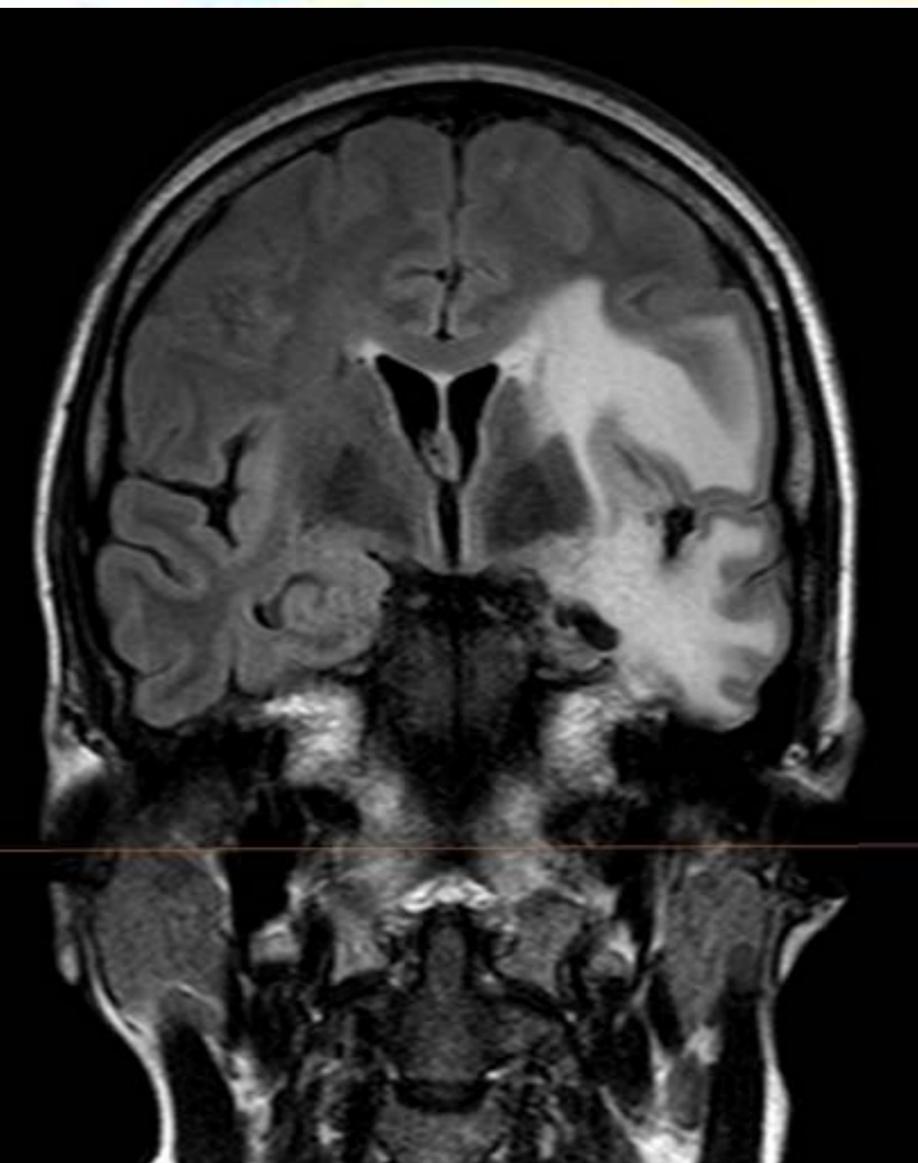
Secuencia Coronal FLAIR. Se aprecia un área de atrofia cortical temporal izquierda, con hiperintensidad de señal en sustancia blanca, e incipiente afectación de putamen ipsilateral, en paciente con antecedente de encefalitis herpética.
